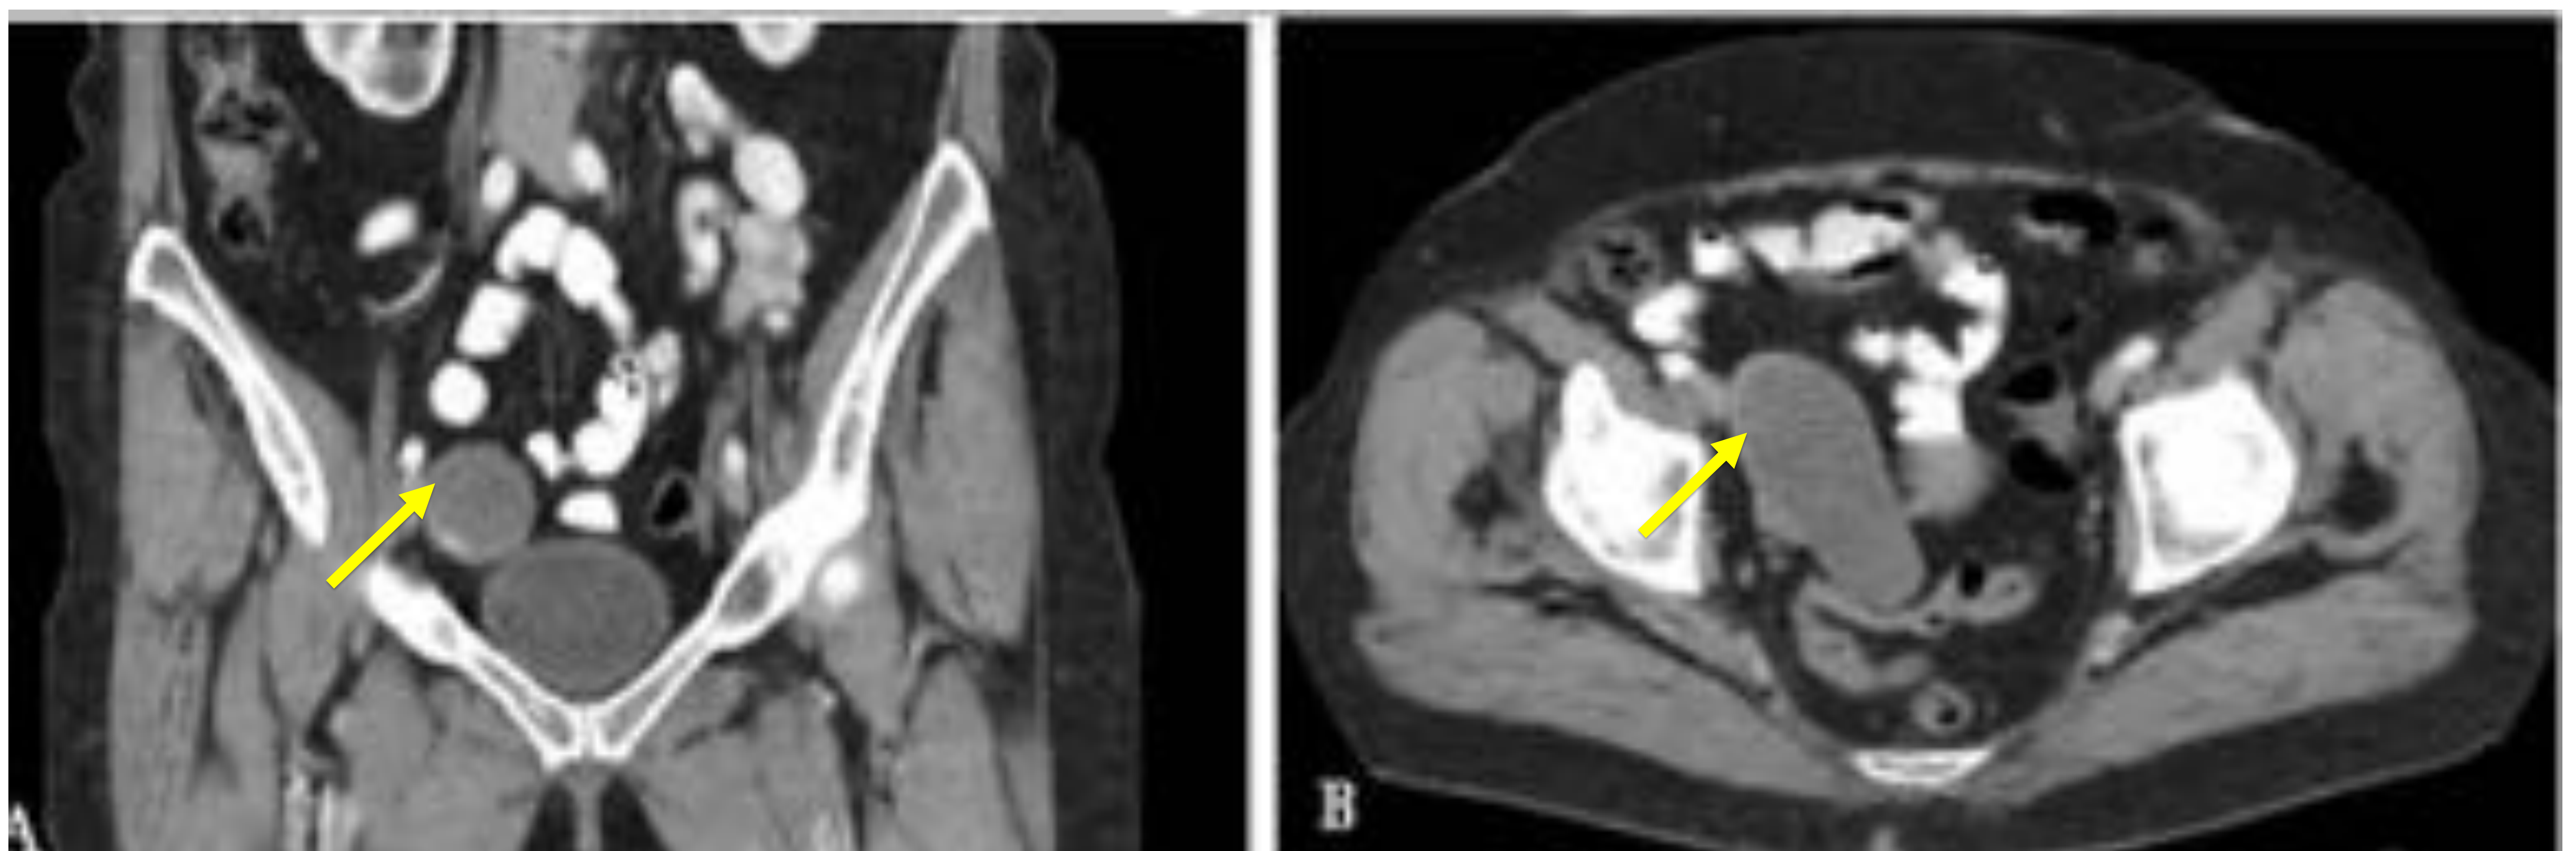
TC abdominopélvico con CIV, MPR corte coronal (A) y corte axial (B). Lesión hipodensa, bien definida, de morfología tubular, que muestra unos diámetros aproximados de 8,5 x 3,6 cm (CC x T), localizada en fosa iliaca derecha-pelvis y de aparente origen apendicular, sugestiva de mucocele apendicular (flecha amarilla). Anatomía patológica: Cistoadenoma mucinoso.
